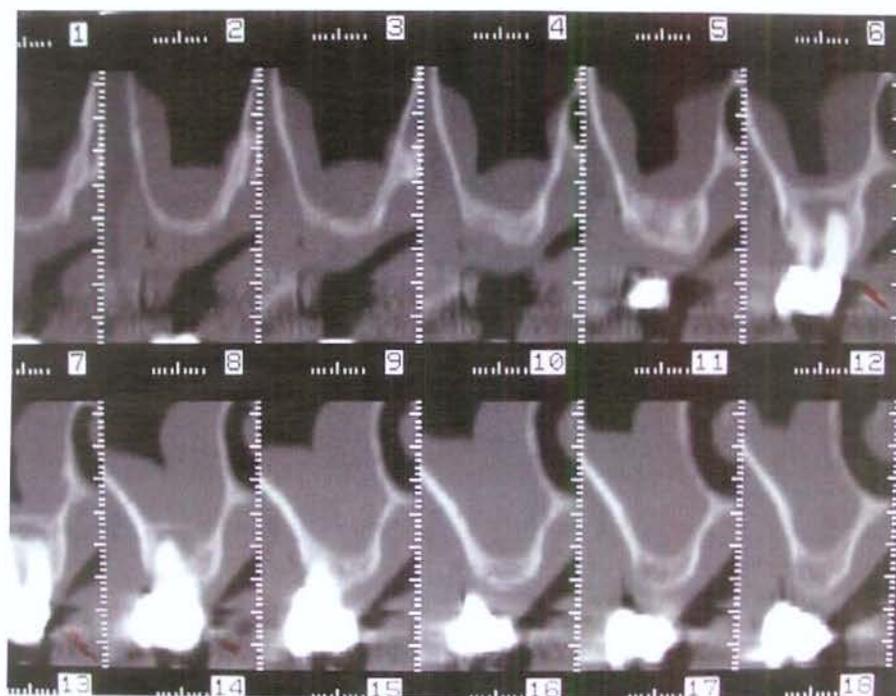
Tomografia computadorizada da maxila, mostrando ausência de quantidade óssea no pré-operatório.
